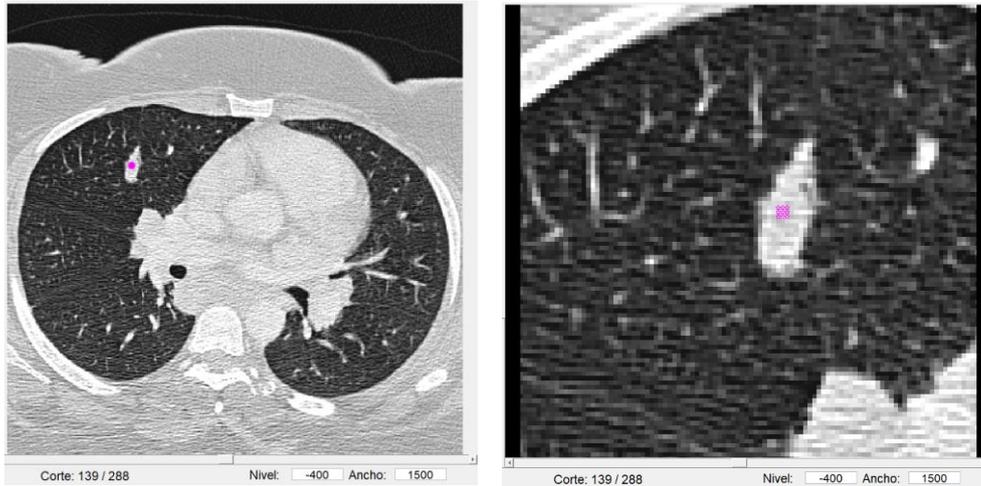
Caso perteneciente a SPIE-AAPM correspondiente a un paciente con un nódulo benigno (LUNGx-CT0008)
